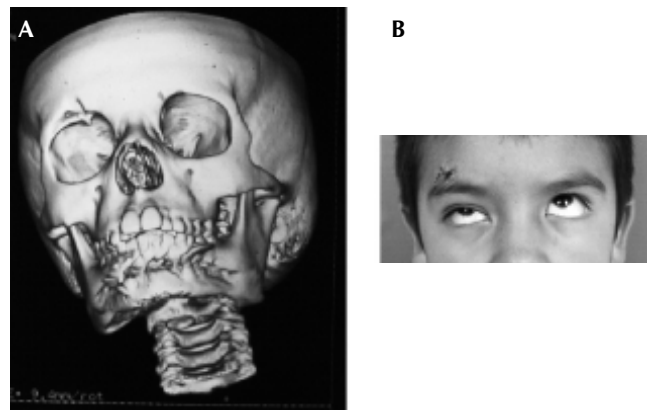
A. Tomografía computarizada que muestra fractura supraorbitaria. B. Limitación a la supraducción ocular derecha.
